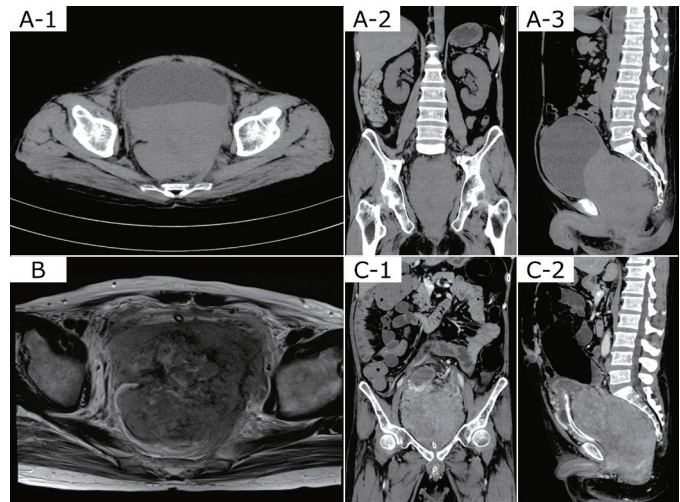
A-1, 2, 3: Abdominal CT shows that the 10×12 cm tumor is pressing on other pelvic organs with bilateral hydronephrosis. B: Pelvic MRI shows that the tumor is mixed with both low- and high-grade signals. C-1, 2: Abdominal contrast-enhanced CT after bilateral PNS shows that the tumor is contrasted highly and has invaded the urinary bladder.
